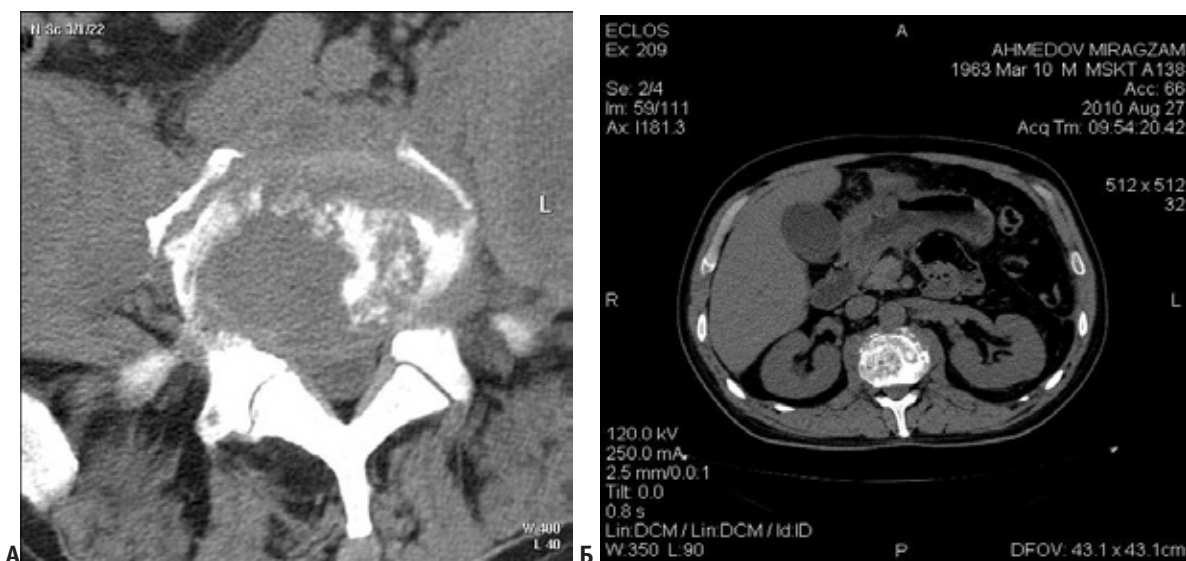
А. КТ, аксиальная проекция, ТС L4–5, костные скобки в виде ободка. Б. КТ, аксиальная проекция, ТС Th 12-L 1, периостальная реакция смешанного характера
